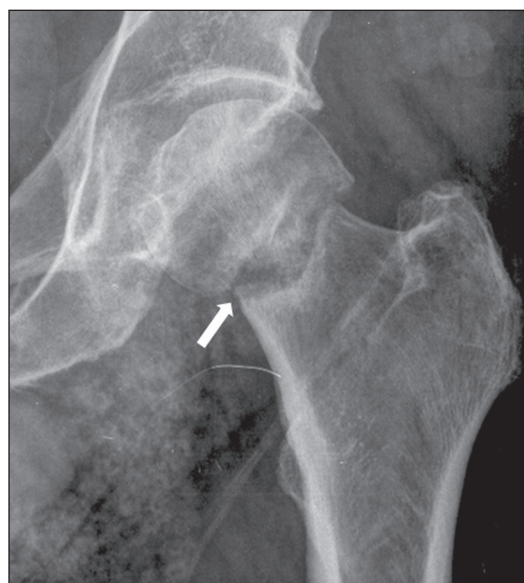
Homem, 83 anos, história de queda da própria altura. Radiografia em anteroposterior do quadril esquerdo mostra fratura do colo femoral (seta). As trabéculas da cabeça do fêmur e do acetábulo estão paralelas, caracterizando fratura completa e desviada do colo femoral.
